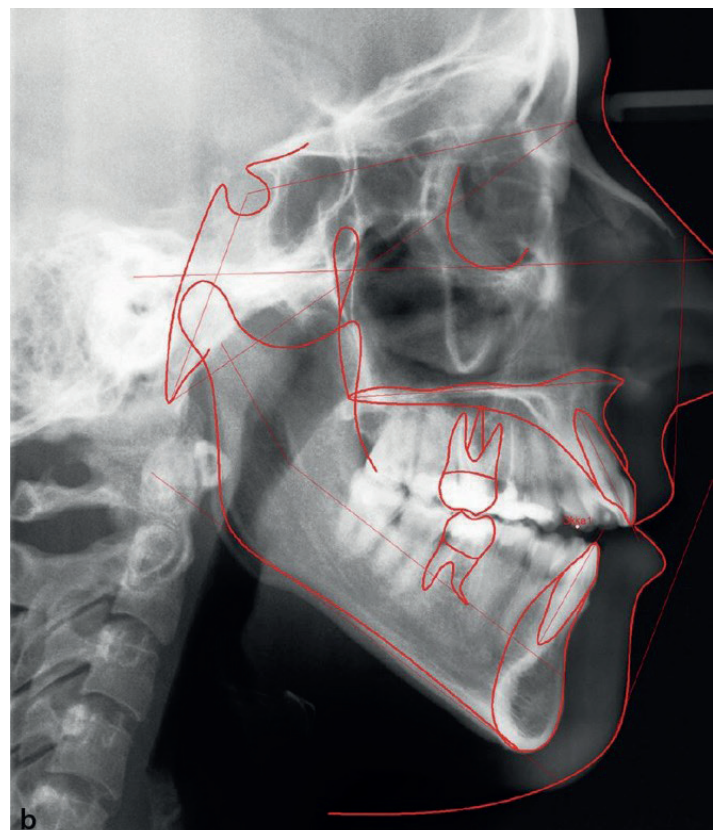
Skeletal offener Biss: intraorale Ansicht (a) und entsprechendes Fernröntgenseitenbild (FRS, b) desselben Patienten
